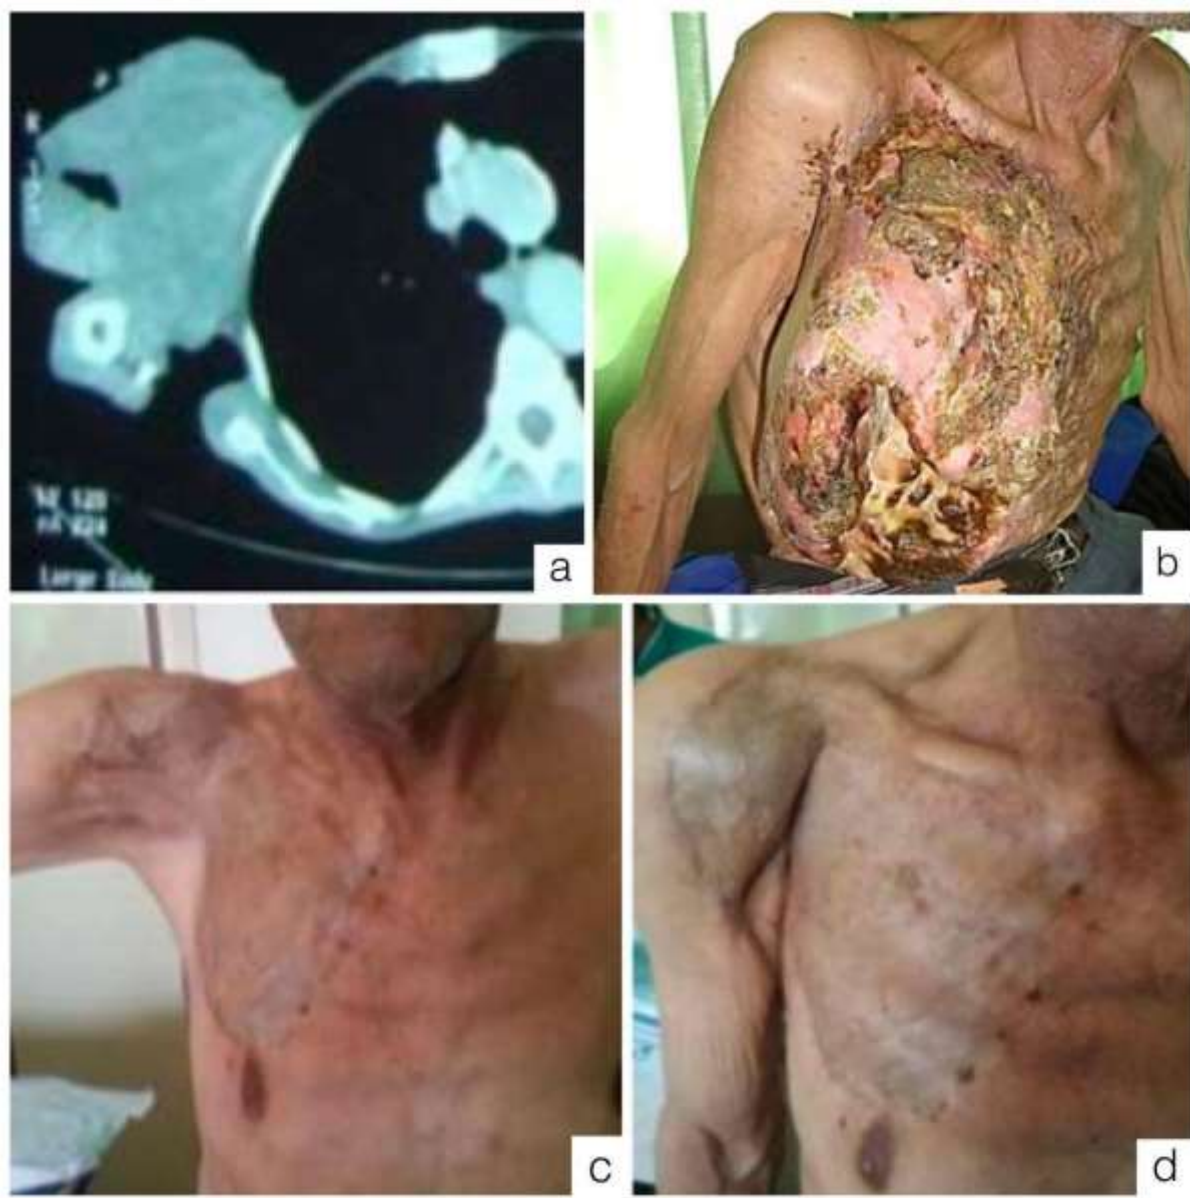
a : Image TDM montrant un DFS de la paroi thoracique antérieure droite envahissant le muscle grand pectoral chez un patient de 76 ans en mauvais état généralb :Énorme DFS protubérant de la paroi thoracique antérieure c et d : Résultat a` 18 mois (exérèse greffe de peau mince)
